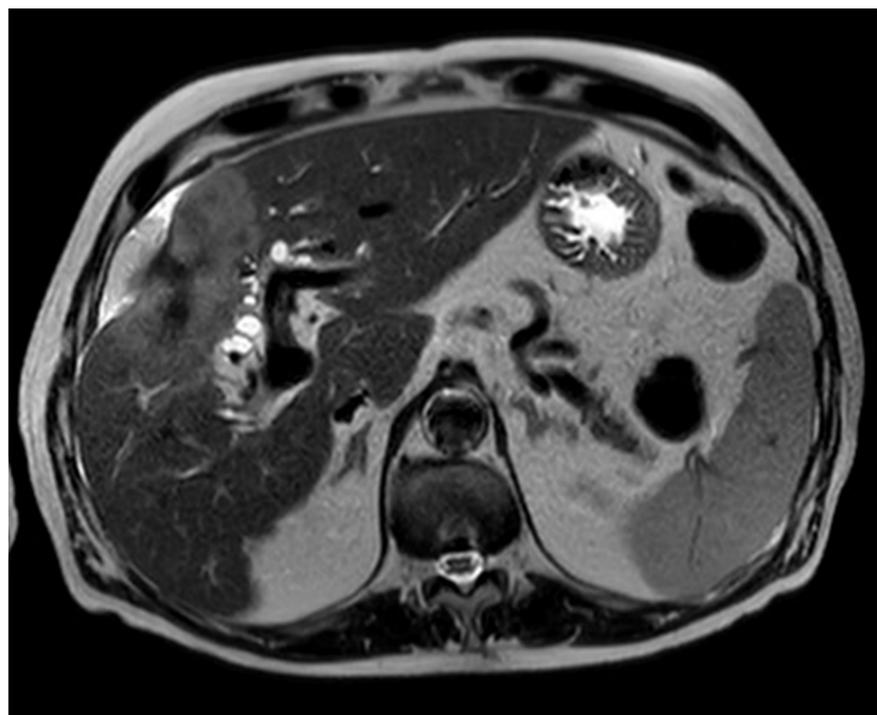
corte axial de RM en secuencia T2 HASTE en el que se observa lesión hipointensa en segmento IV, dilatación de la vía biliar intrahepática. El diagnóstico fue de colangiocarcinoma subcapsular.
